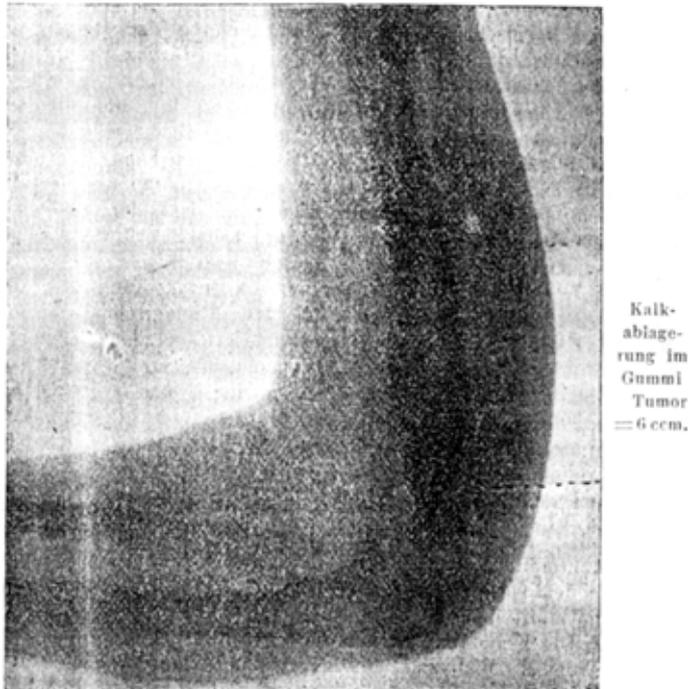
Heller, Dezember 1897; Röntgen-Photographie eines periostalen Gummas des Humerus(69)
